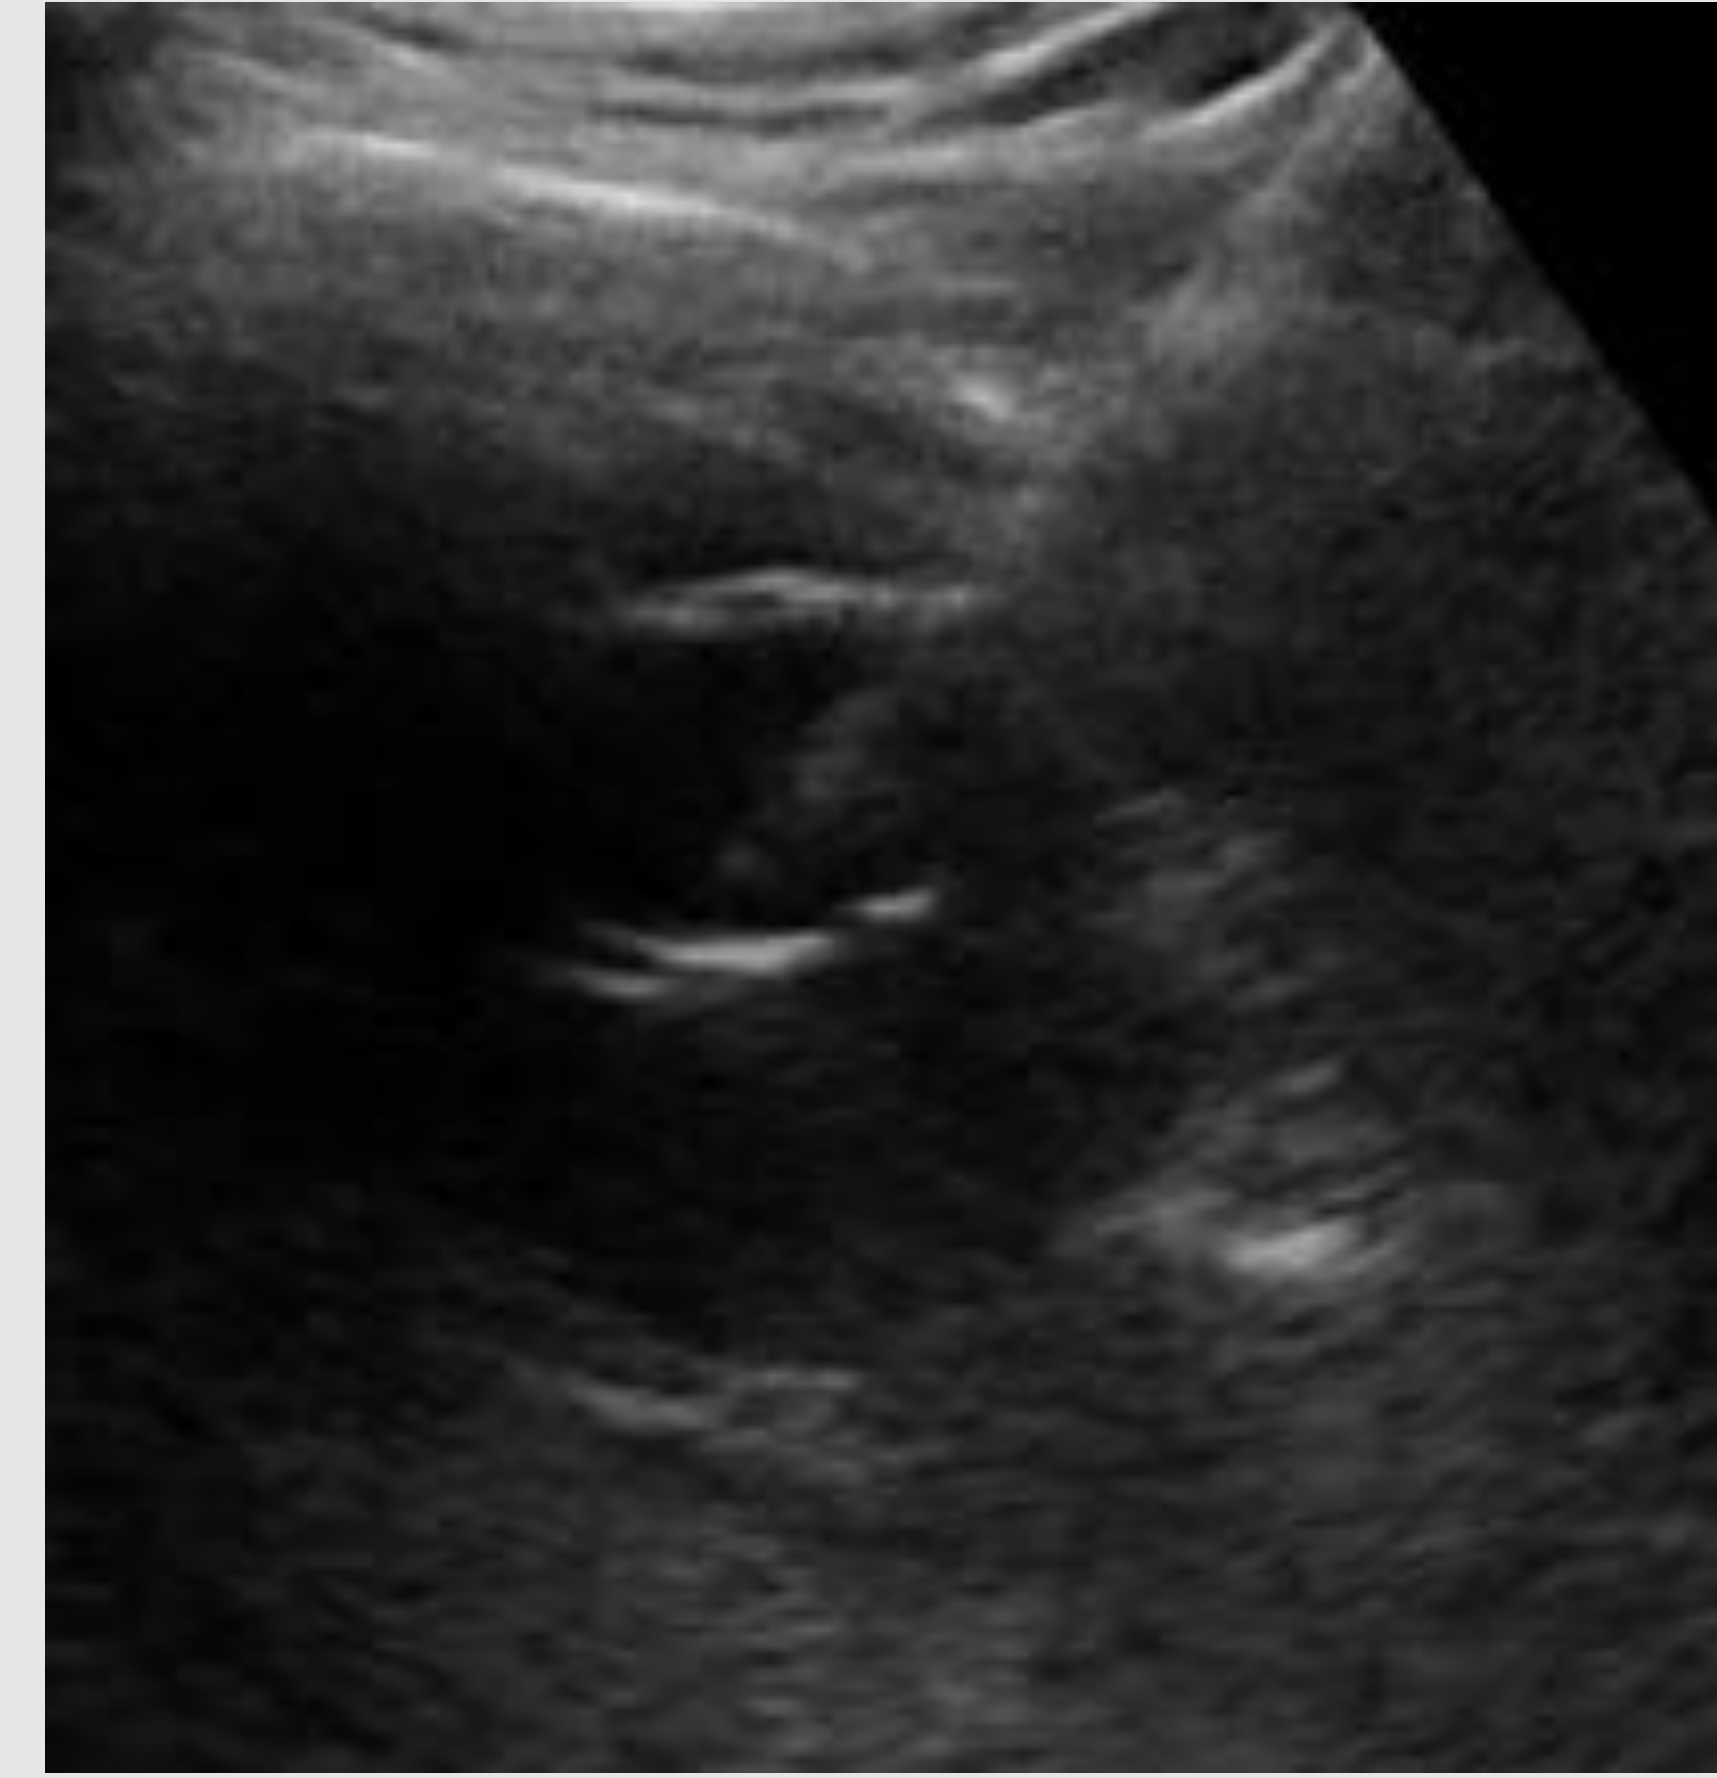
Hematoma y pseudoaneurisma tras ablación. Carcinoma de células renales de 2 cm en una mujer de 82 años. Unas horas después del tratamiento la paciente se quejaba de dolor intenso, por lo que se realizó una TC que demostró un hematoma perirrenal y un pseudoaneurisma. Se realizó embolización del pseudoaneurisma con éxito. El control mediante TC mostraba los coils sin evidencia de sangrado. La evolución de la paciente fue buena en controles ulteriores.
